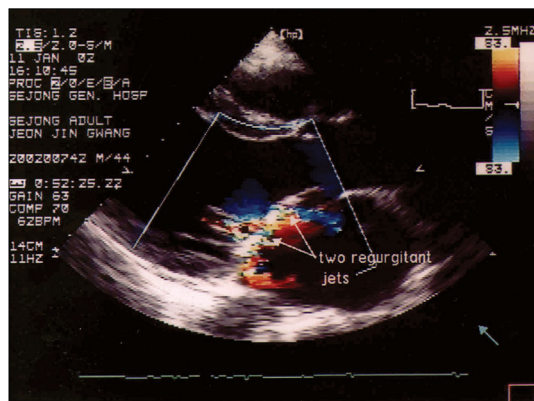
Transthoracic color-flow Doppler image shows two regurgitant jets traversing the anterior mitral leaflet.
